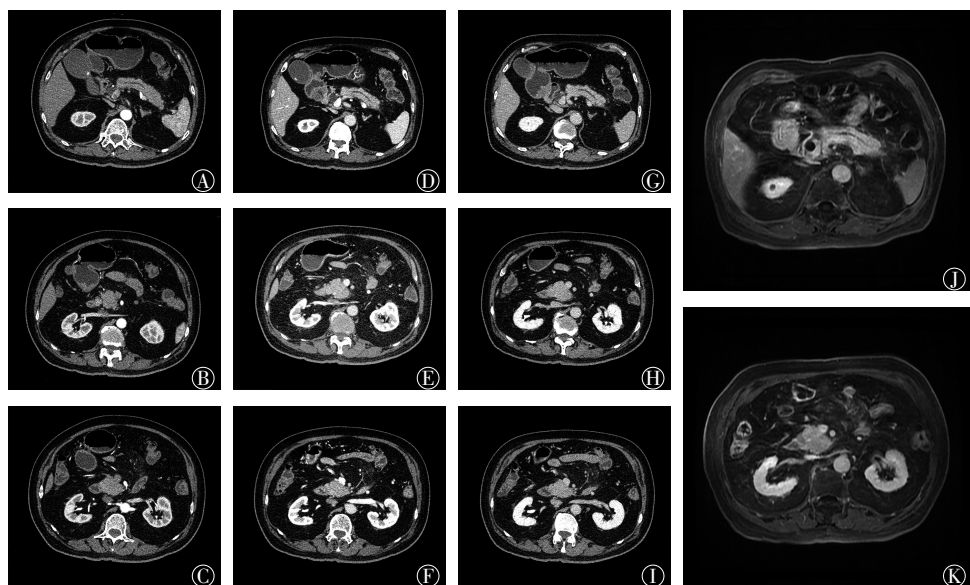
IgG4相关性硬化性胰腺炎患者(男性,79岁)上腹增强横断位CT、MR图像 图中,A、B、C:增强CT动脉期图像;D、E、F:增强CT门静脉期图像;G、H、I:增强CT延迟期图像;J、K:增强MR图像;L:免疫球蛋白。
